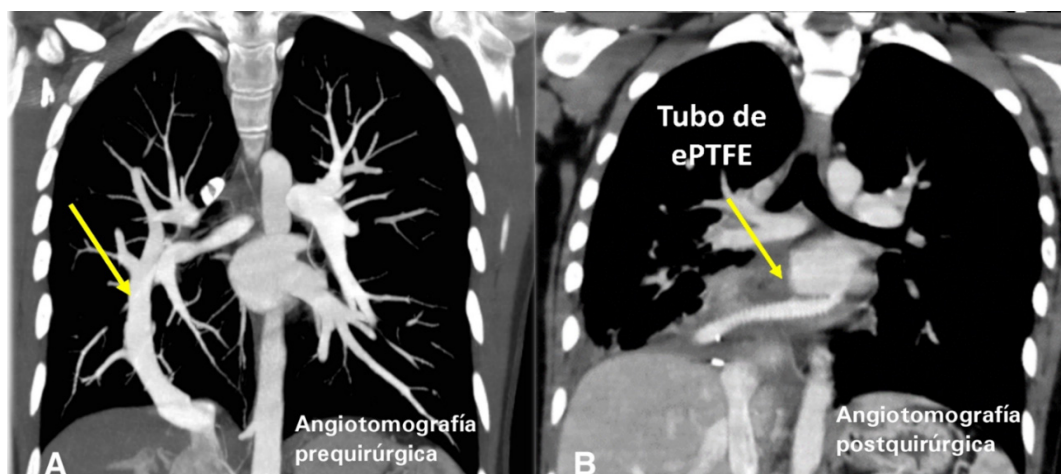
A. Angiotomografía de tórax prequirúrgica, corte coronal, donde se evidencia conducto colector (flecha amarilla). B. Angiotomografía de tórax postquirúrgica, corte coronal, se señala tubo de ePTFE que conecta la circulación pulmonar con la aurícula
